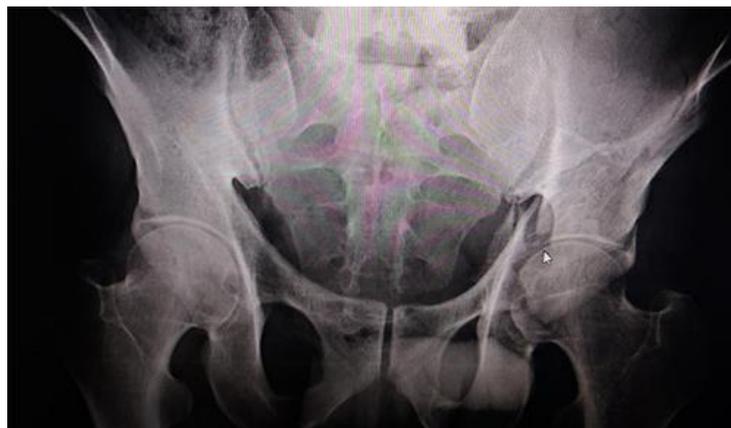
Radiografía de pelvis ósea anteroposterior: Fractura del acetábulo y fractura de la rama ileal izquierda.
